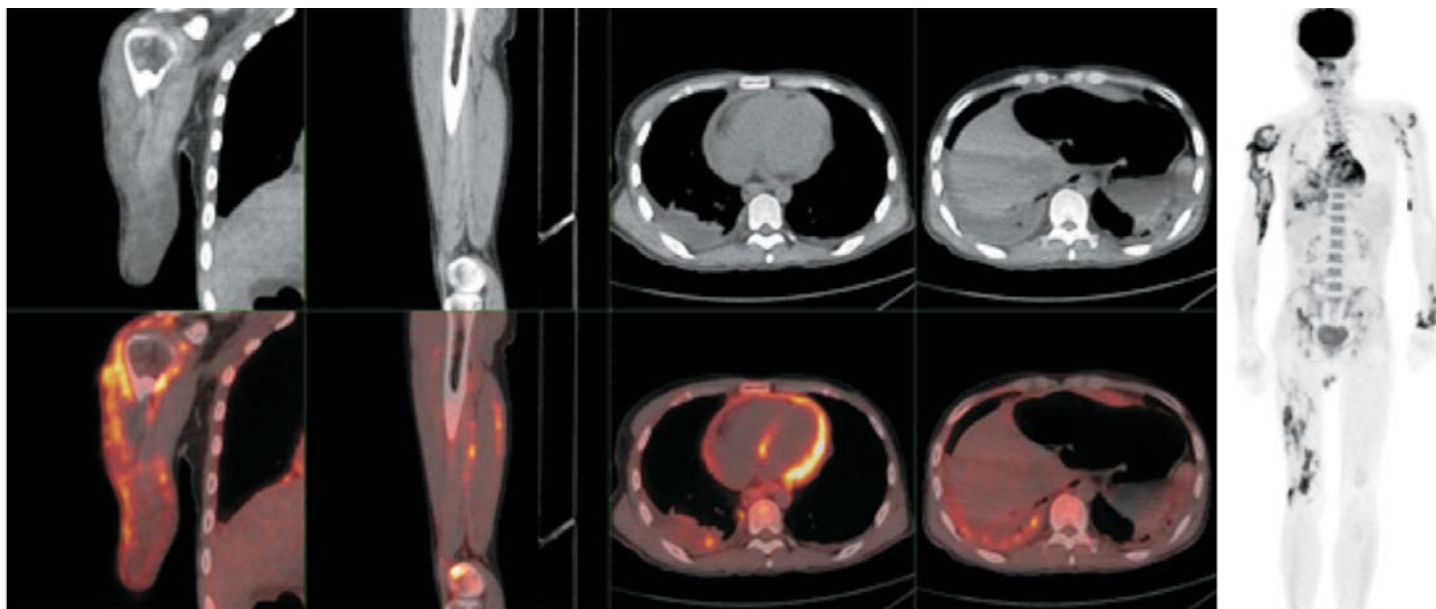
发热待查(FUO)患者(男,26岁)¹⁸F-脱氧葡萄糖(FDG)PET/CT显像图。该患者主因“发热伴咳嗽1个月”就诊,血清学检查示炎症因子增高,血常规、肿瘤标志物及相关抗体测定均无阳性发现,胸部X线片提示胸腔积液,腹盆腔常规影像学检查无异常提示,PET/CT显像示肌肉软组织、心包及胸膜可见多发异常FDG浓聚灶,建议对右上臂肌肉病灶行活组织检查(简称活检);后行穿刺活检,组织培养证实为结核感染
